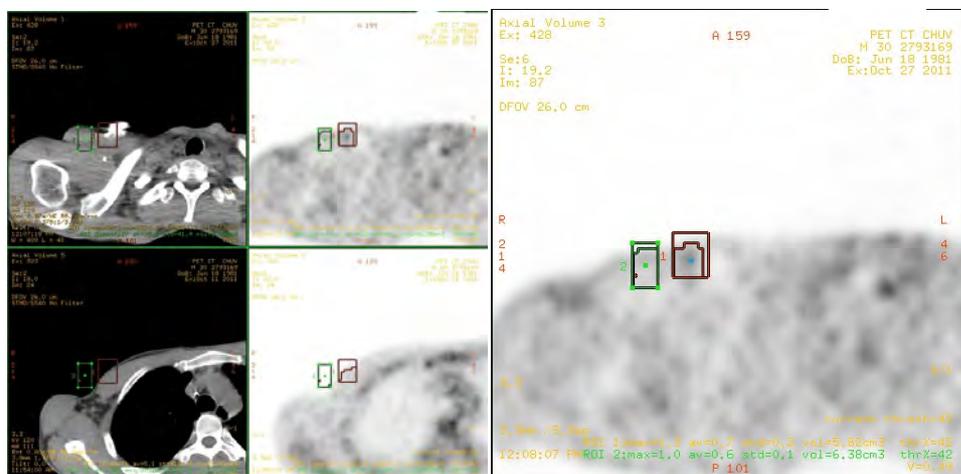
[4] Coupes transverses des images PET et CT au niveau du boîtier du cathéter.
